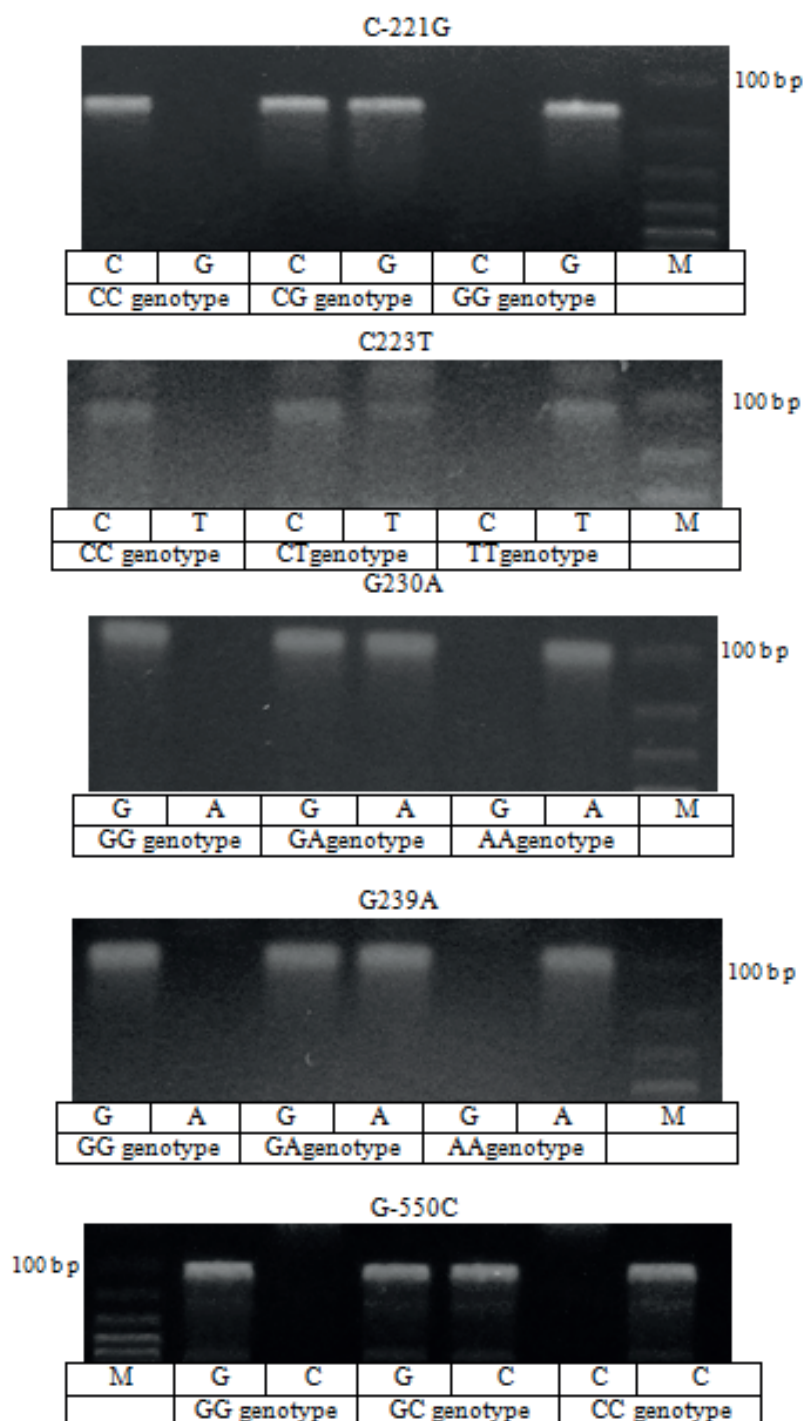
Результаты определения патогенных полиморфных вариантов 221CG, 239GC, 550GC, 223CT, 230GC в гене MBL2 (rs5030737) методом ПЦР с рестрикцией в геле
